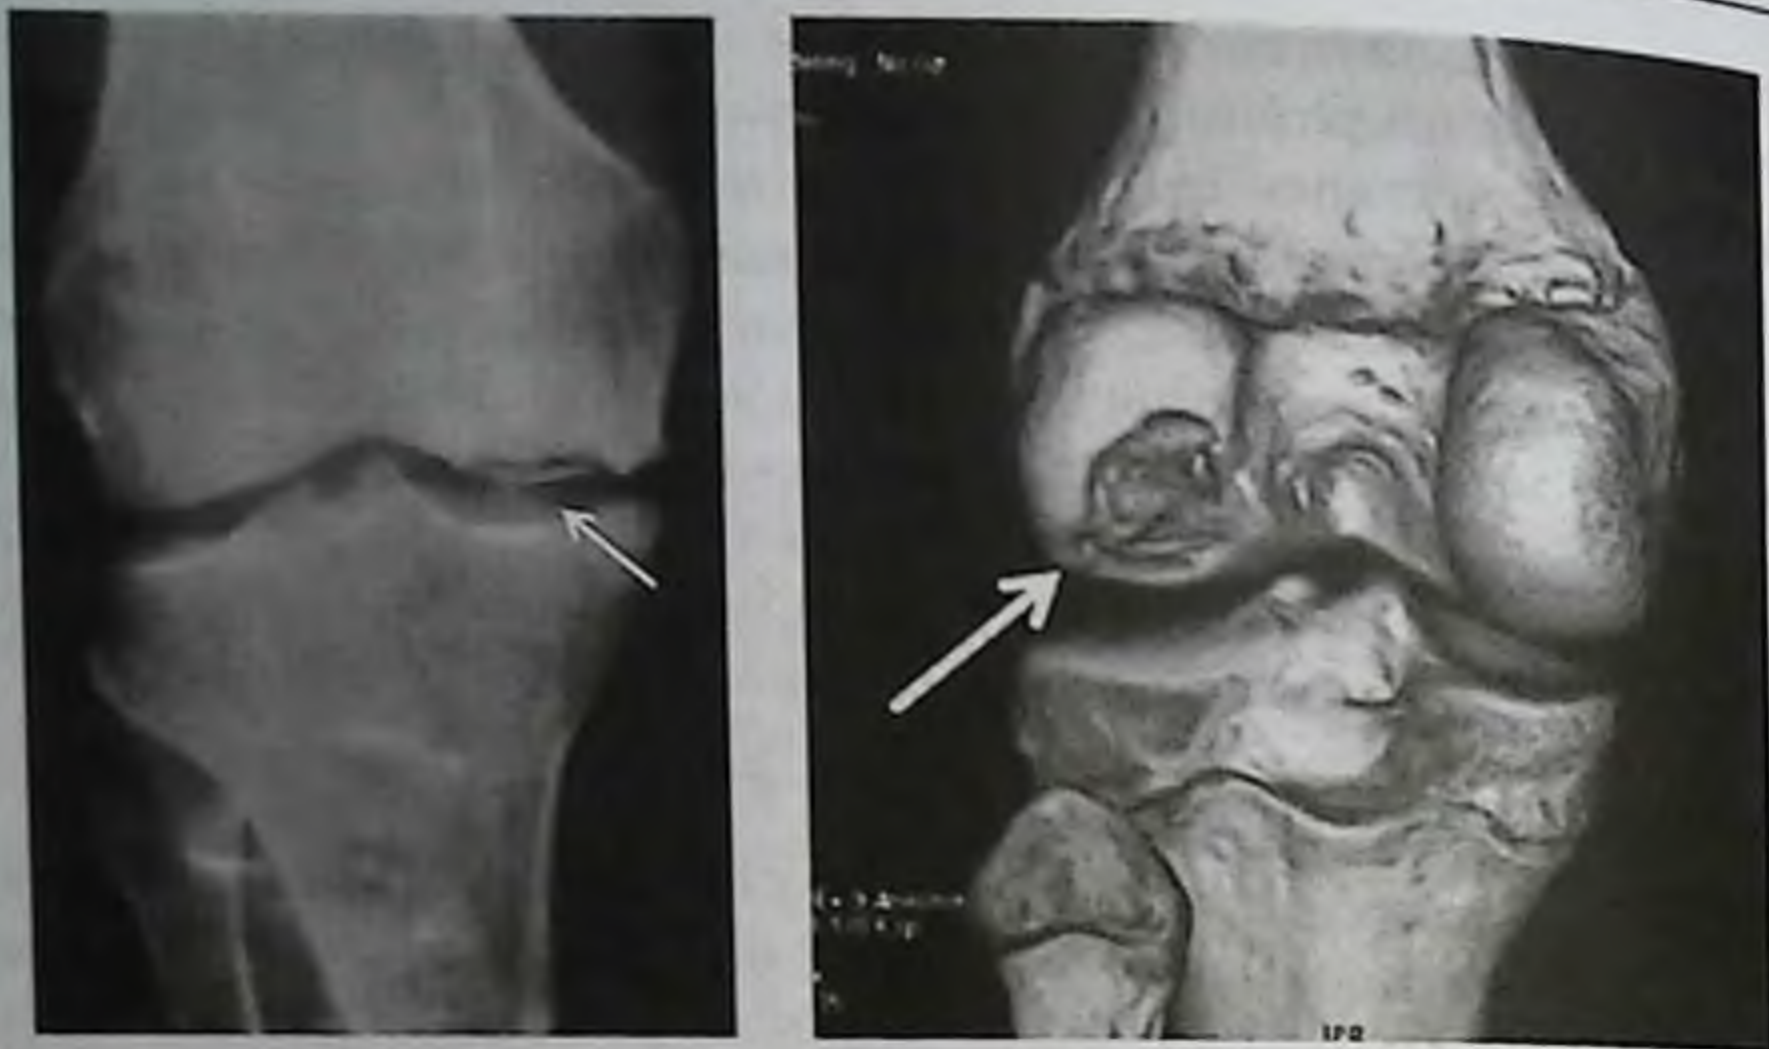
Рентгенограмма и КТ-исследование при болезни Кенига. Участок остеонекроза овальной формы (указано стрелками)
